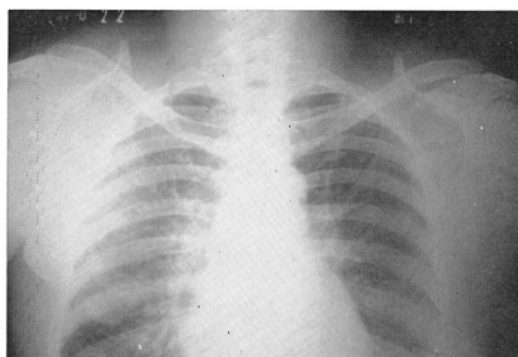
Chest x-ray film (Case 2), on 22-10-1963. After 500 mg MH administration. Note considerable disappearance of the dissemination.
